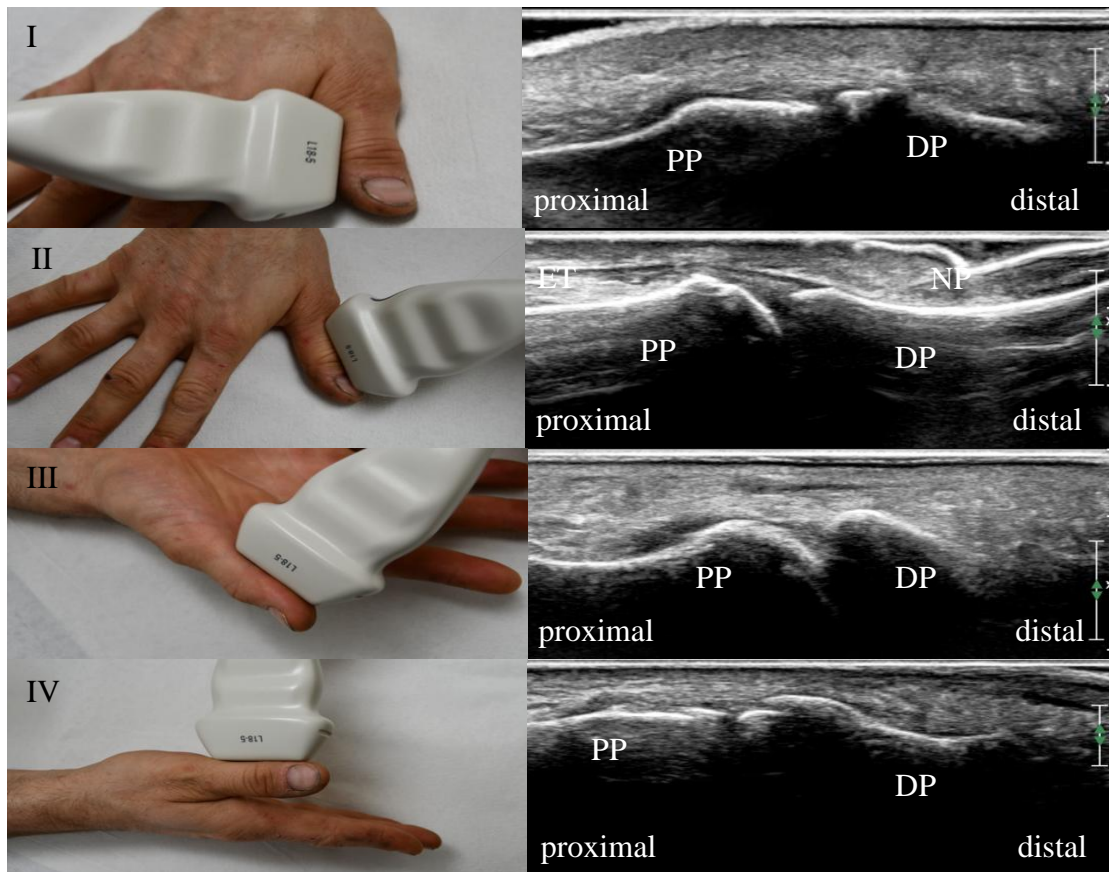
Darstellung der Schallkopfpositionen der Sonographie des distalen Interphalangealgelenks (DIP) 1 der Hand. Darstellung jeweils im Bild und korrespondierendem Ultraschallbild. DIP 1 ulnar (I), DIP 1 dorsal (II), DIP 1 palmar (III), DIP 1 radial (IV) jeweils im Längsschnitt
